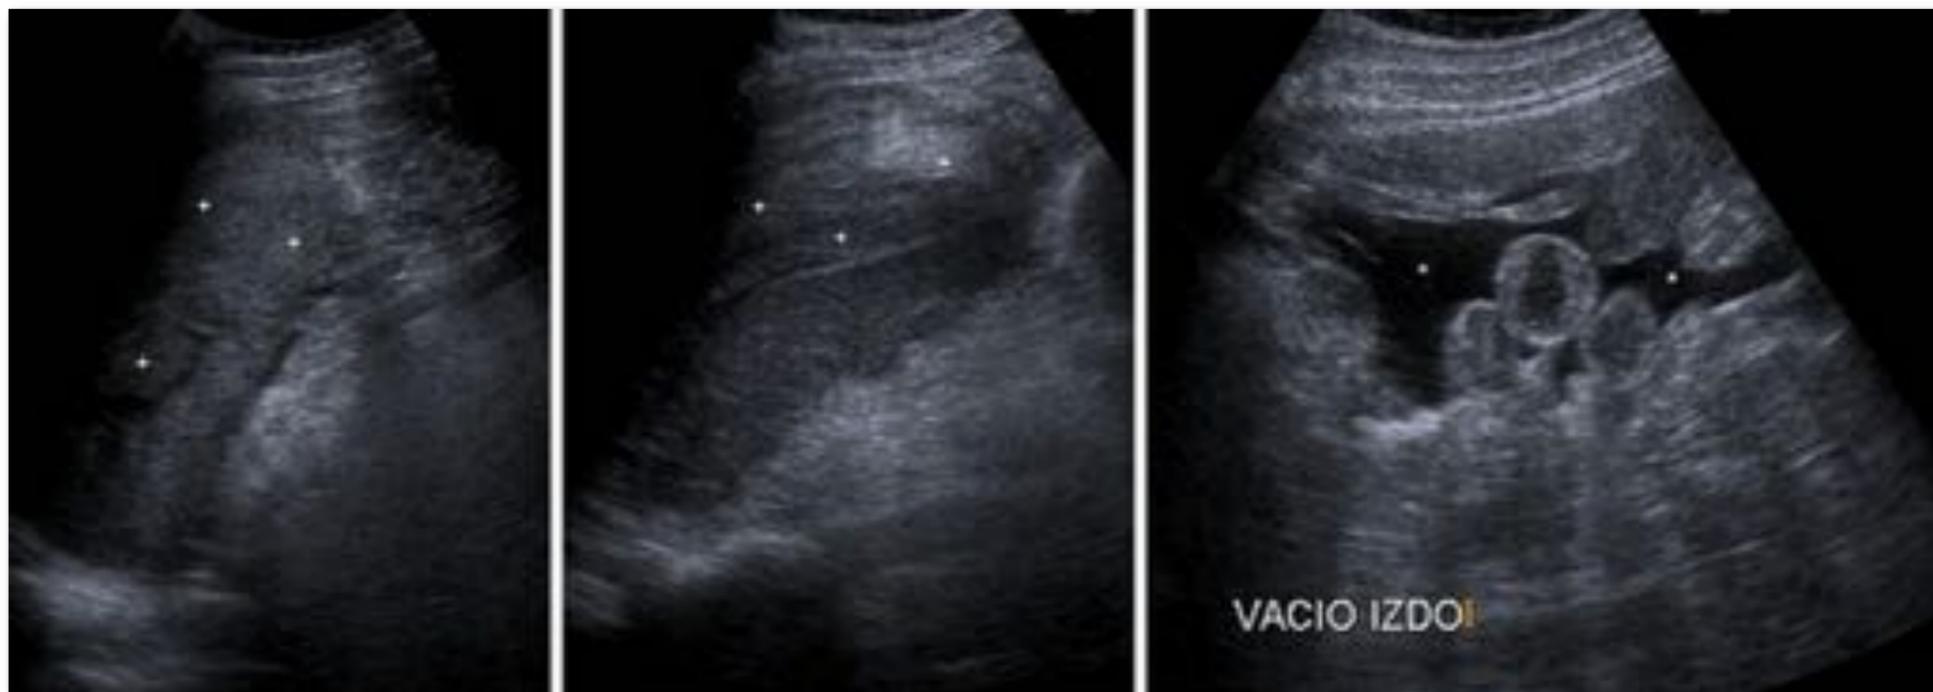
Es el mismo paciente de las Figuras 9 Y 10. Ocho días después del traumatismo (36 horas después de la ecografía de la Figura 9) el paciente experimenta un episodio súbito de hipotensión y palidez. En ecografía urgente se aprecia un gran hematoma ecogénico periesplénico (+), así como un claro incremento en el volumen del hemoperitoneo (*). Se intervino inmediatamente, comprobando la existencia de un gran coágulo centinela periesplénico, con sangrado activo desde el polo superior del bazo (rotura diferida). Se realizó esplenectomía, con buena recuperación del paciente, sometido posteriormente a las vacunaciones pertinentes
